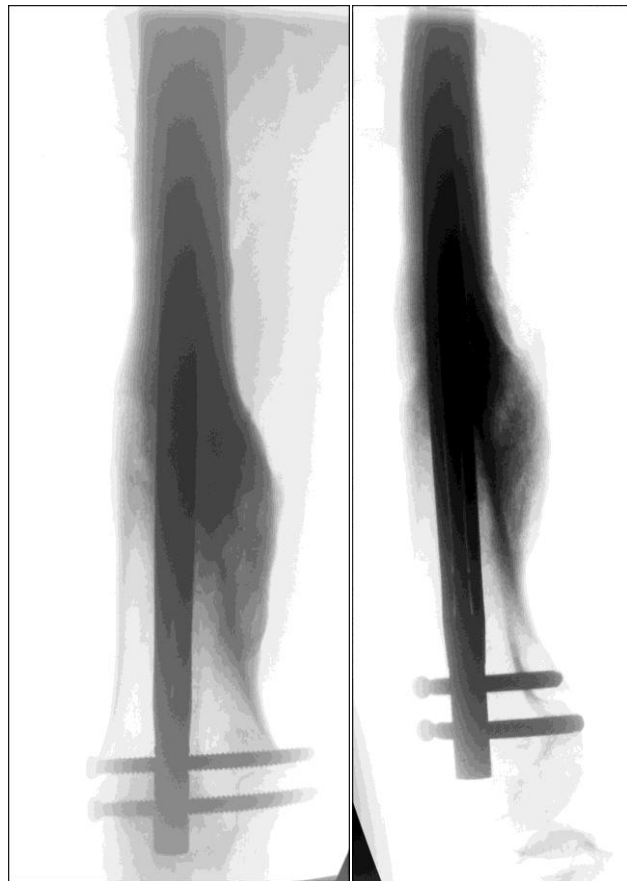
Рентгенограммы бедра с выраженной параосальной костной мозолью в зоне перелома. Фиксация гвоздем N2 через коленный сустав.
